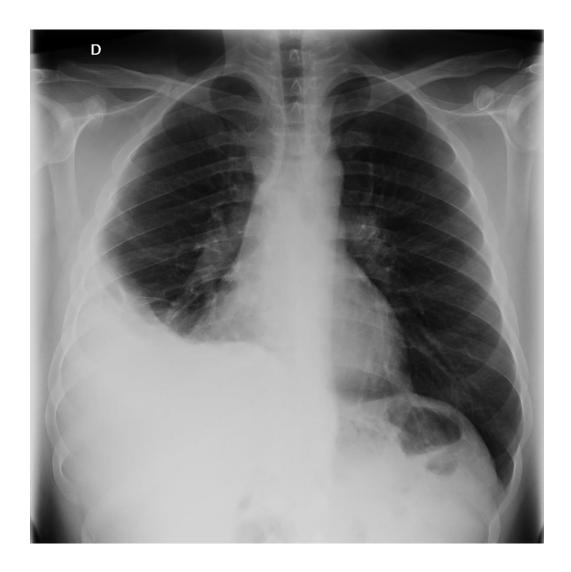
Radiografía de tórax mostrando derrame pleural derecho hasta campo medio
